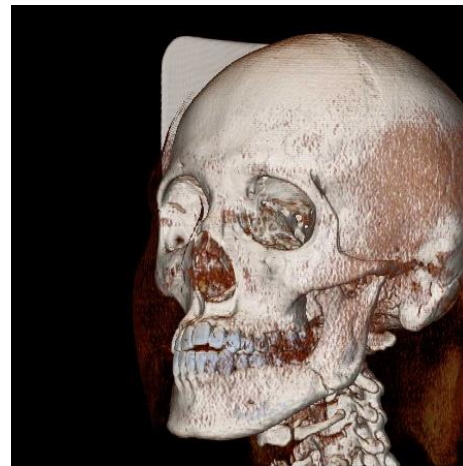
TC 3D vista lateral izquierda
